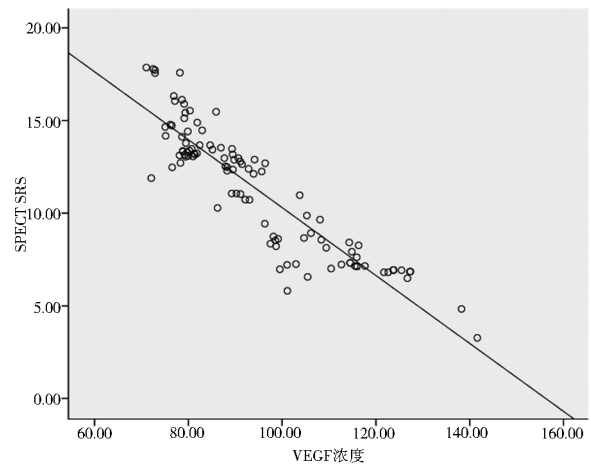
VEGF 浓度与 SPECT 的 SRS 负相关性
